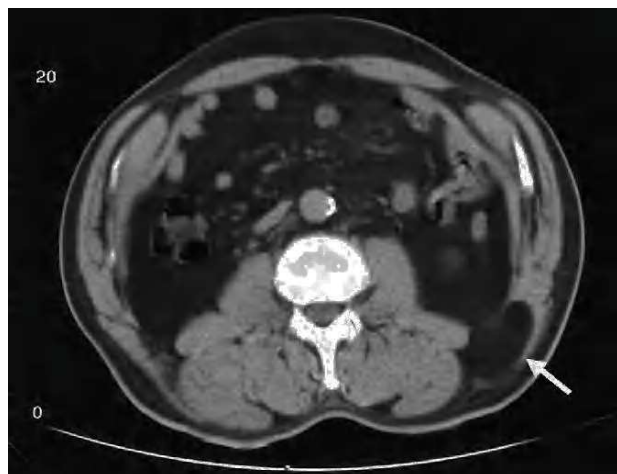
Imagen de tomografía computarizada donde se aprecia una tumoración de densidad grasa en la zona lumbar izquierda (flecha) que se diagnosticó como lipoma. En la intervención resultó ser una hernia lumbar.
